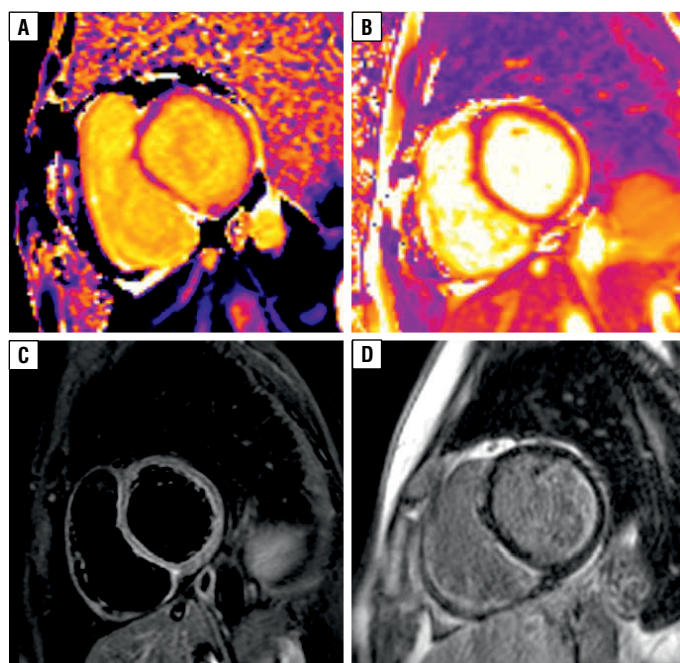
MR techniques used in myocardial assessment. Parametric myocardial mapping: values of longitudinal relaxation time T1 (A. Time T1 = 1118 ms [laboratory reference range 951–1035 ms]) and values of transverse relaxation time T2 (B. Time T2 = 54 ms [laboratory reference range 39–49 ms]) mapped to colour scale. C. Standard sequence for semi-quantitative relative assessment of tissue oedema (T2-STIR). The fact that SI in myocardium is 2 times higher than SI in skeletal muscle suggests myocardial oedema. D. Late gadolinium enhancement (LGE) with a primarily subendocardial distribution (one of the typical distribution patterns observed in SSc) in a 41-year-old patient with systemic sclerosis. Images were obtained using a 1.5T scanner (Siemens Aera, Erlangen, Germany, MyoMaps) at the Magnetic Resonance Laboratory of the University Clinical Centre in Gdańsk. SSc — systemic sclerosis; LGE — late gadolinium enhancement; T2-STIR — T2-weighted short tau inversion recovery; SI — signal intensity
